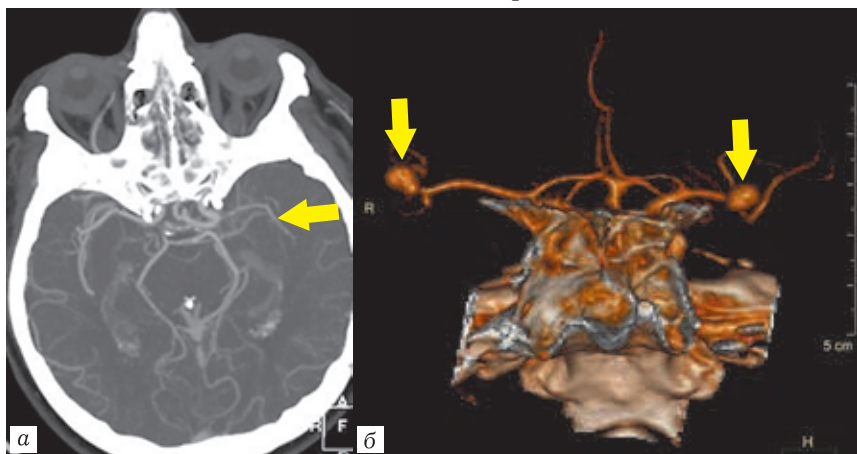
КТ-ангиограммы: *а* — изображения максимальной интенсивности (MIP) на уровне виллизиева круга, резкое сужение левой СМА (стрелка); *б* — трехмерная реконструкция, мешотчатые аневризмы СМА с обеих сторон (стрелки)
